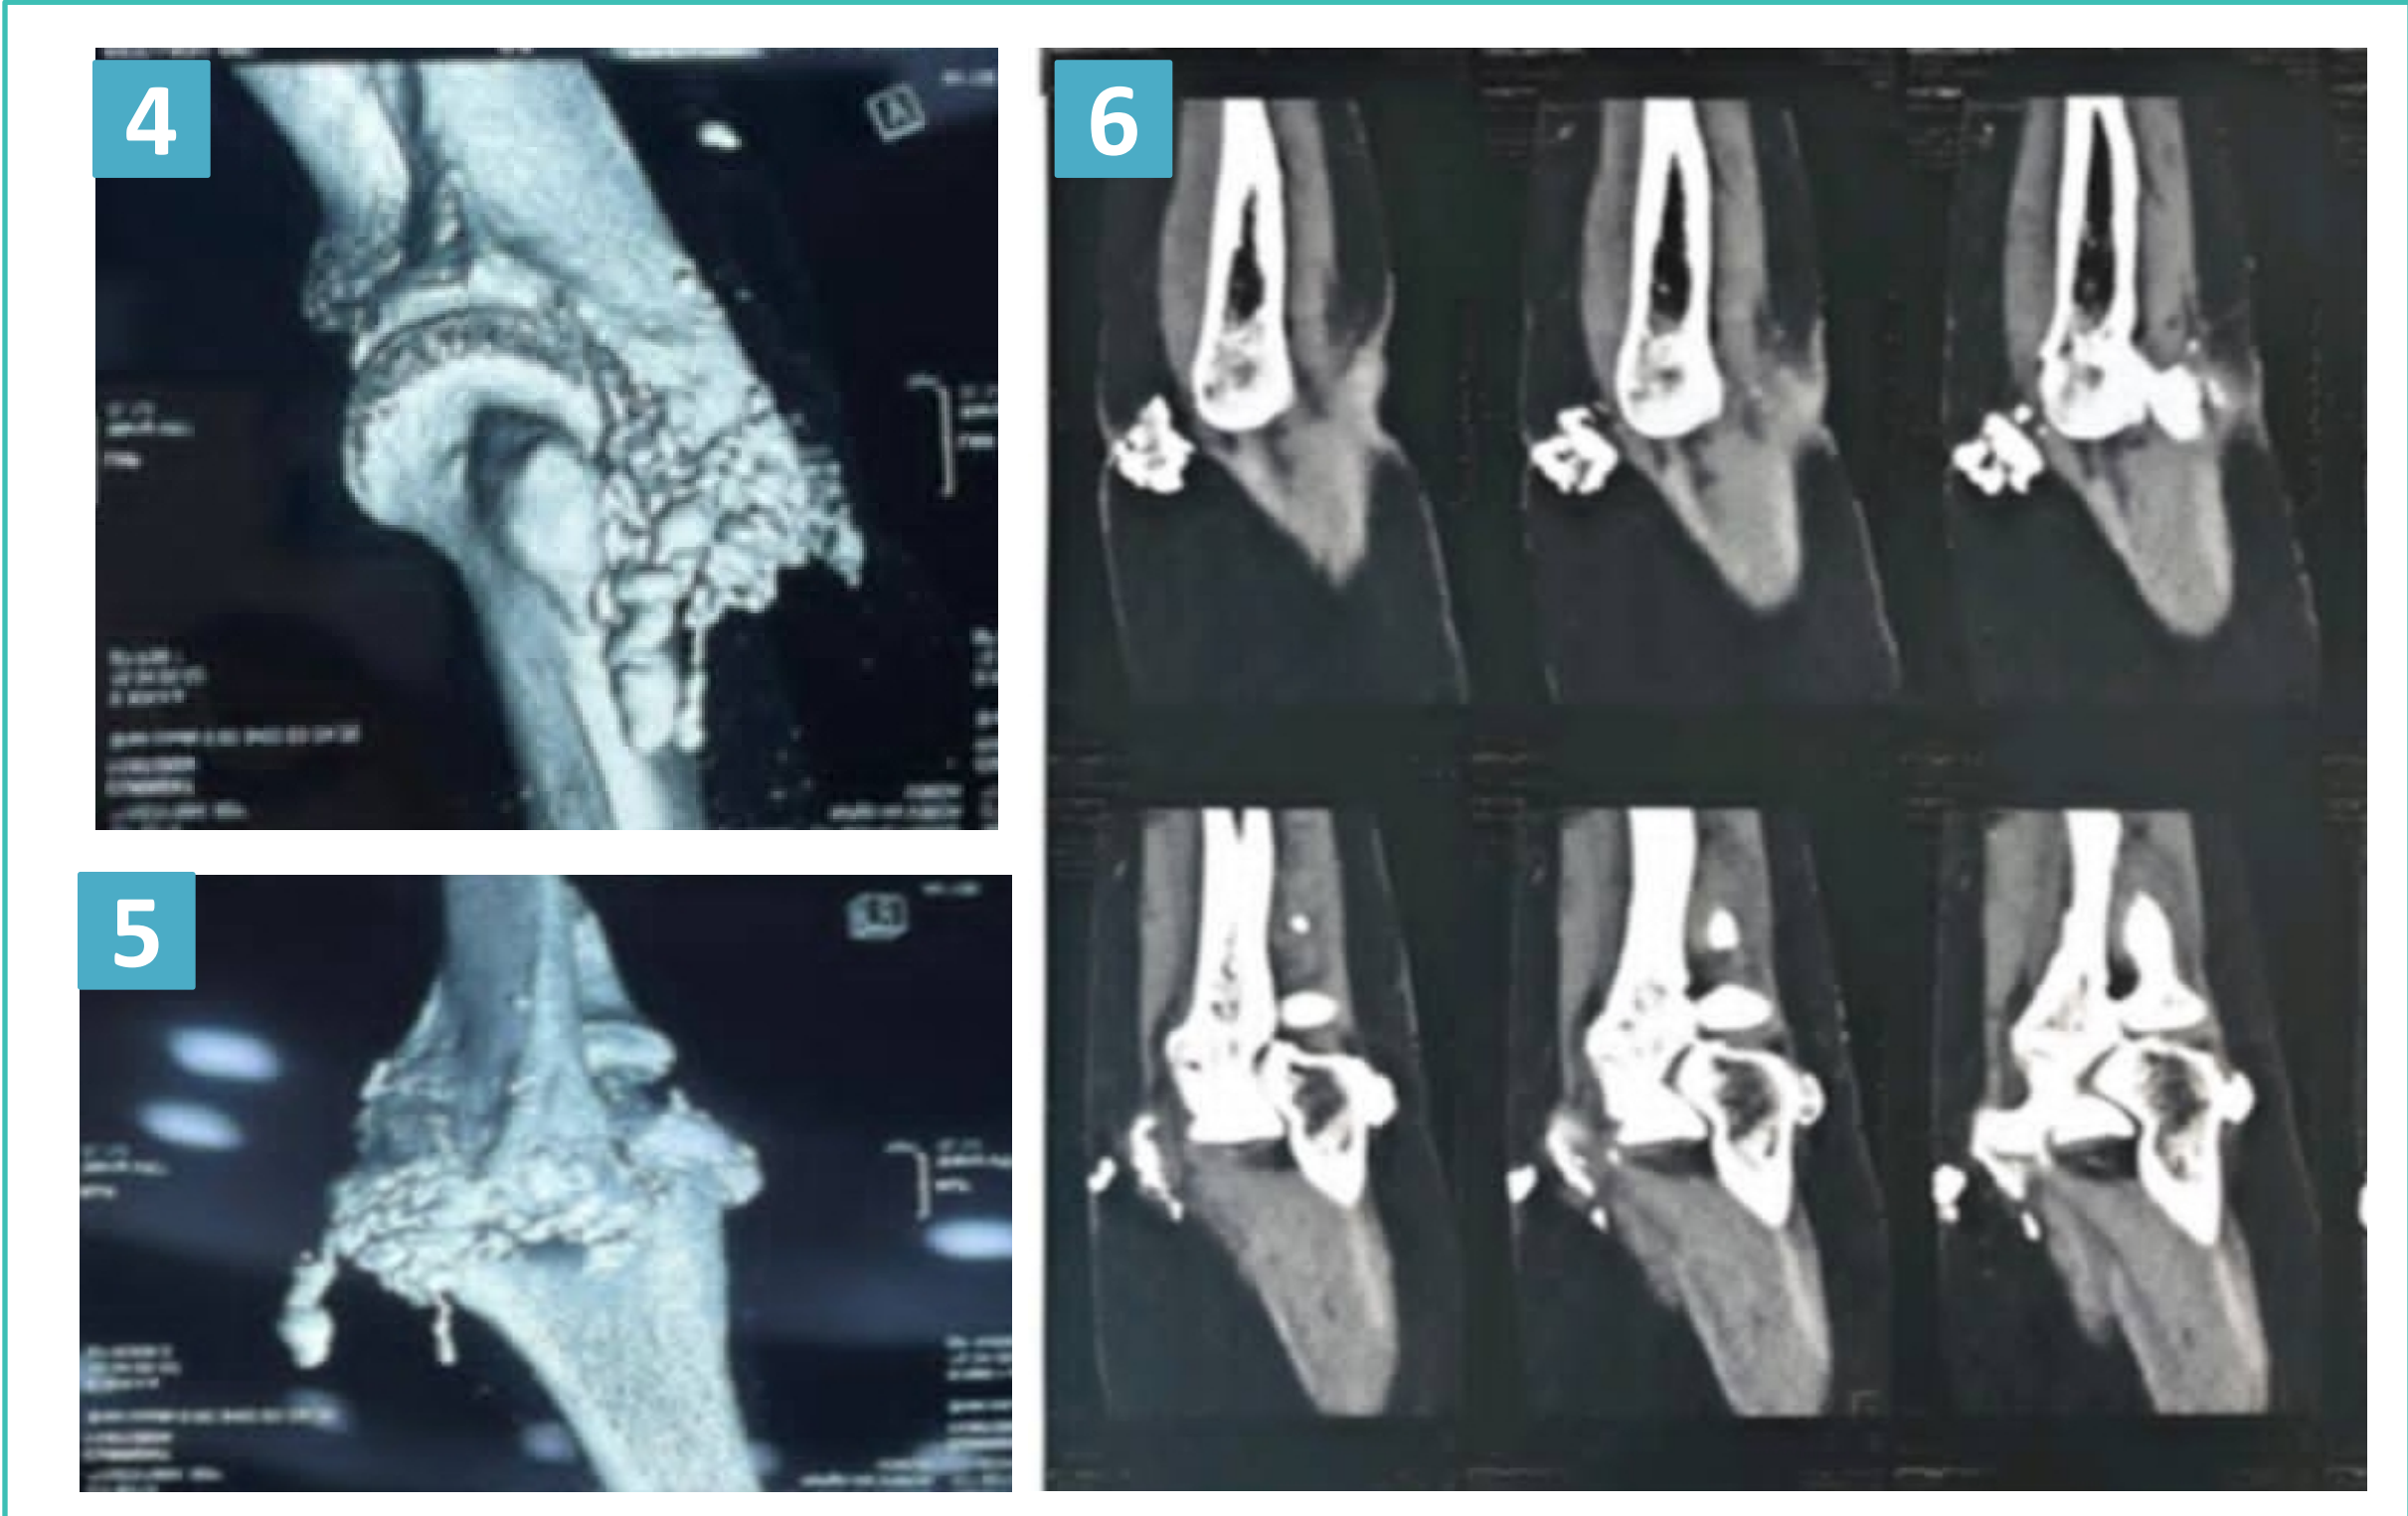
Calcinose périarticulaires à la TDM
